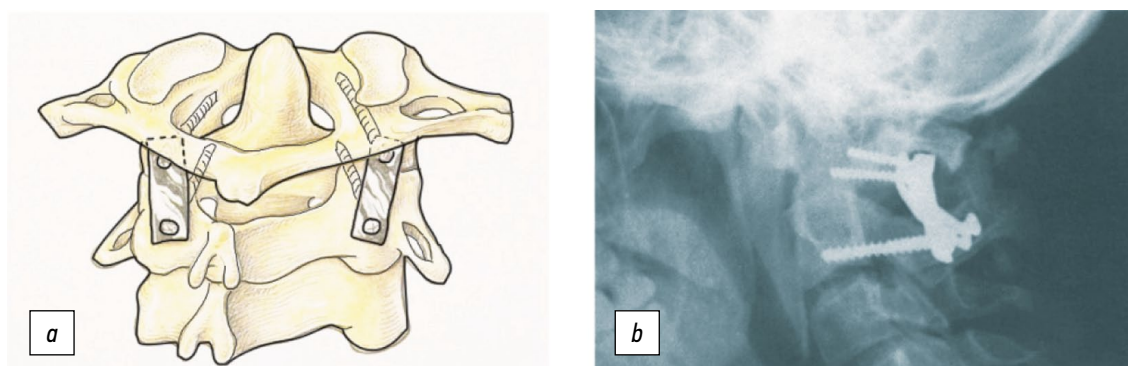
Методика фиксации C_1 - C_2 по Goel. *a* — иллюстрация методики, *b* — рентгенограмма в боковой проекции.
